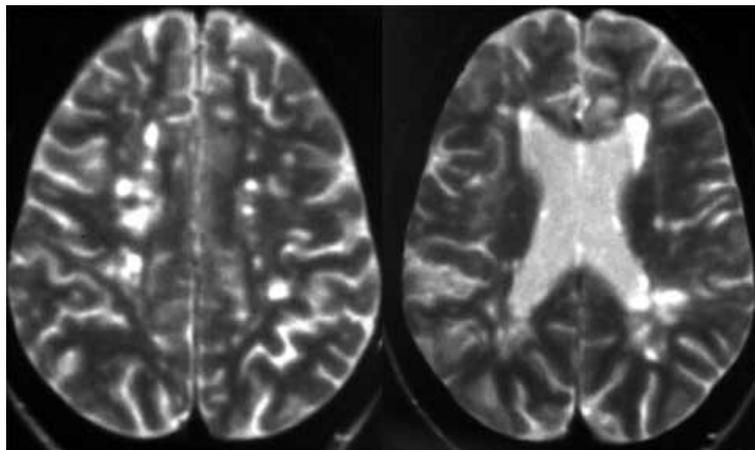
МРТ-картина при ППРС
